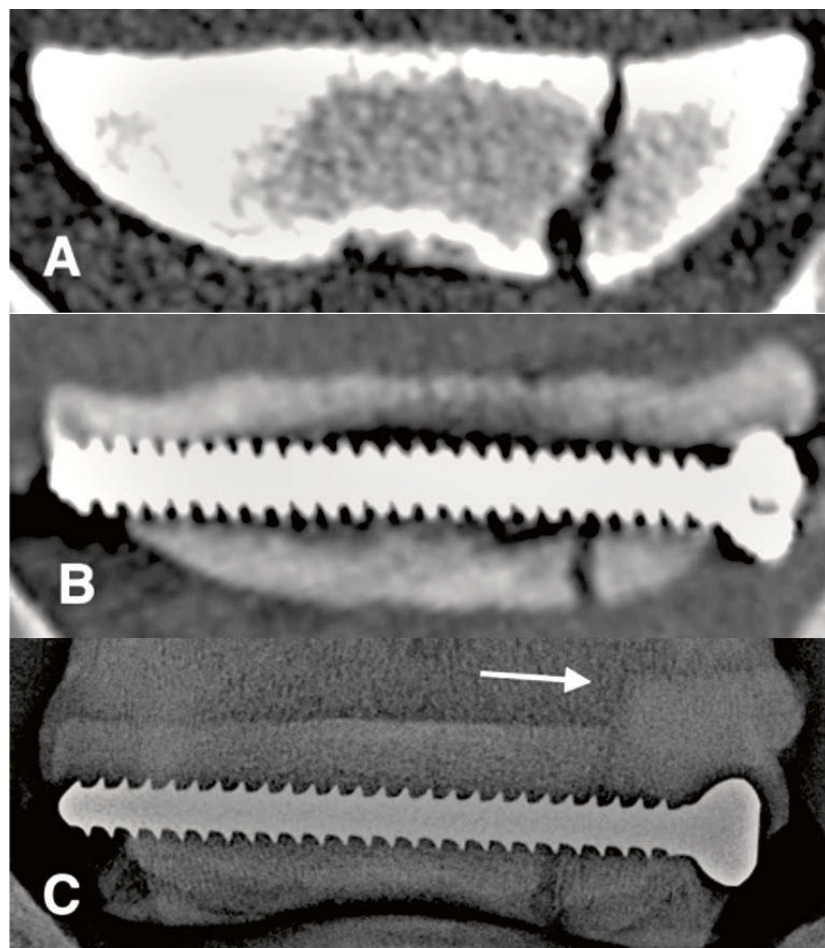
CT- und Röntgenbilder von Patient 1. A: Prä-operativer, dorsaler CT-Schnitt; B: Gleiche Aufnahme wie A, mit einer optimalen Position der Schraube. Beachte auch die Kompression des Frakturspaltes; C: Oxspring Röntgenaufnahme, 13 Tage post-OP. Beachte, dass das kleine cis- Fragment des Strahlbeines gebrochen ist (Pfeil = ober Hälfte des Fragmentes, disloziert).
